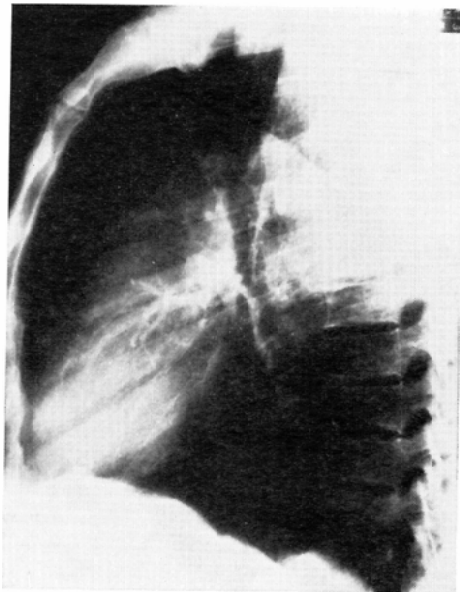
Same case as in Fig. 2, B. After radiation therapy, lateral chest roentgenogram shows no more mass in the sternal-diaphragmatic angle.
